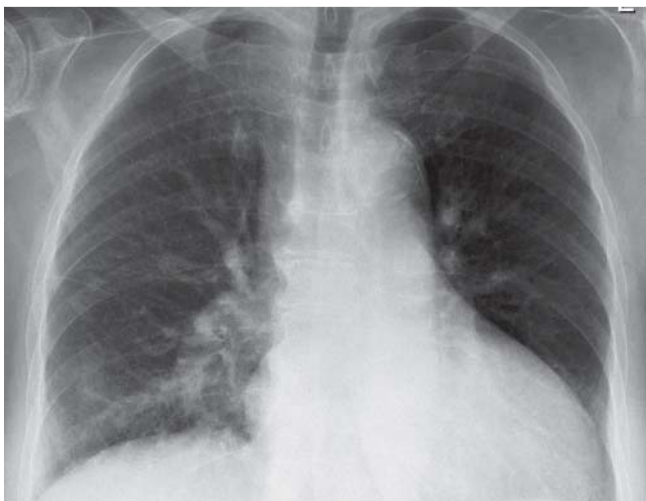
Röntgenbild mit basoapikaler Umverteilung der Lungenperfusion.
